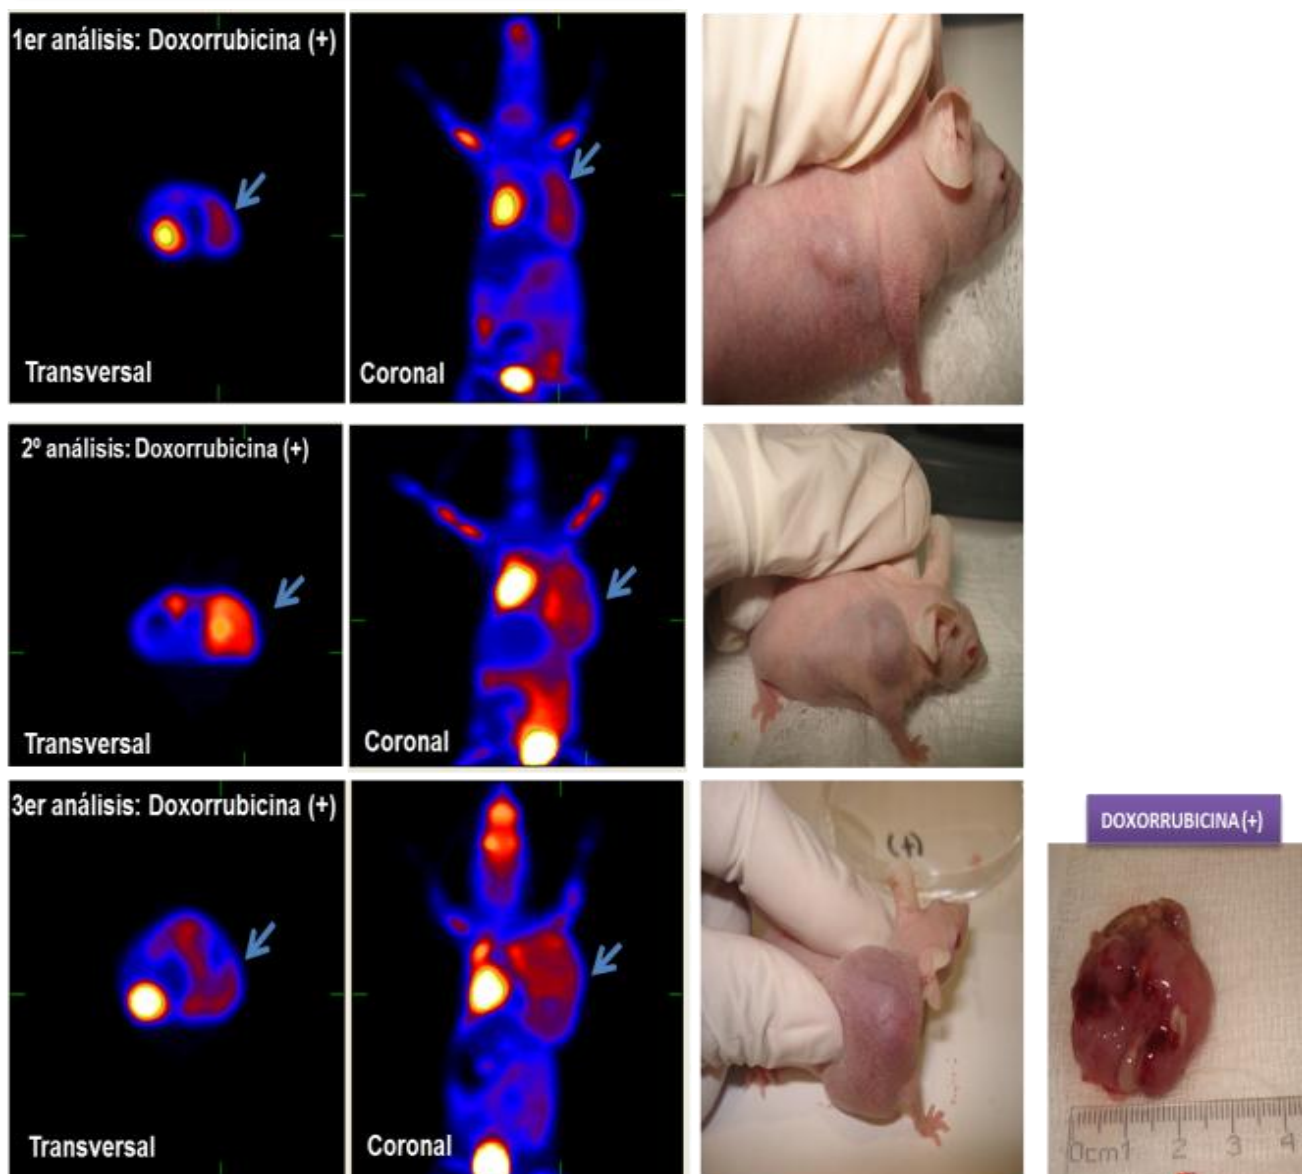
b. Muestra la evaluación del crecimiento tumoral del grupo experimental tratado con Doxorrubicina (control +). Este análisis se llevó a cabo mediante microPET empleando el radionúclido ^{18}F FDG. El seguimiento de la enfermedad se evaluó mediante 3 análisis (basal, 7 y 15 días). se observó crecimiento significativo de la masa tumoral y recurrencia de la enfermedad al día 7 de tratamiento. A la derecha se muestran los animales que se utilizaron durante los 15 días del seguimiento de este análisis y la masa tumoral extraída al finalizar el estudio. Las flechas indican la zona de mayor captación de la ^{18}F FDG; la cual se biodistribuye en la zona de mayor demanda energética. Por su naturaleza fisiológica, en los órganos corazón y cerebro se observa mayor captación del radionúclido; en la vejiga se observa captación debido a que la FDG es excretada a través de la orina.
